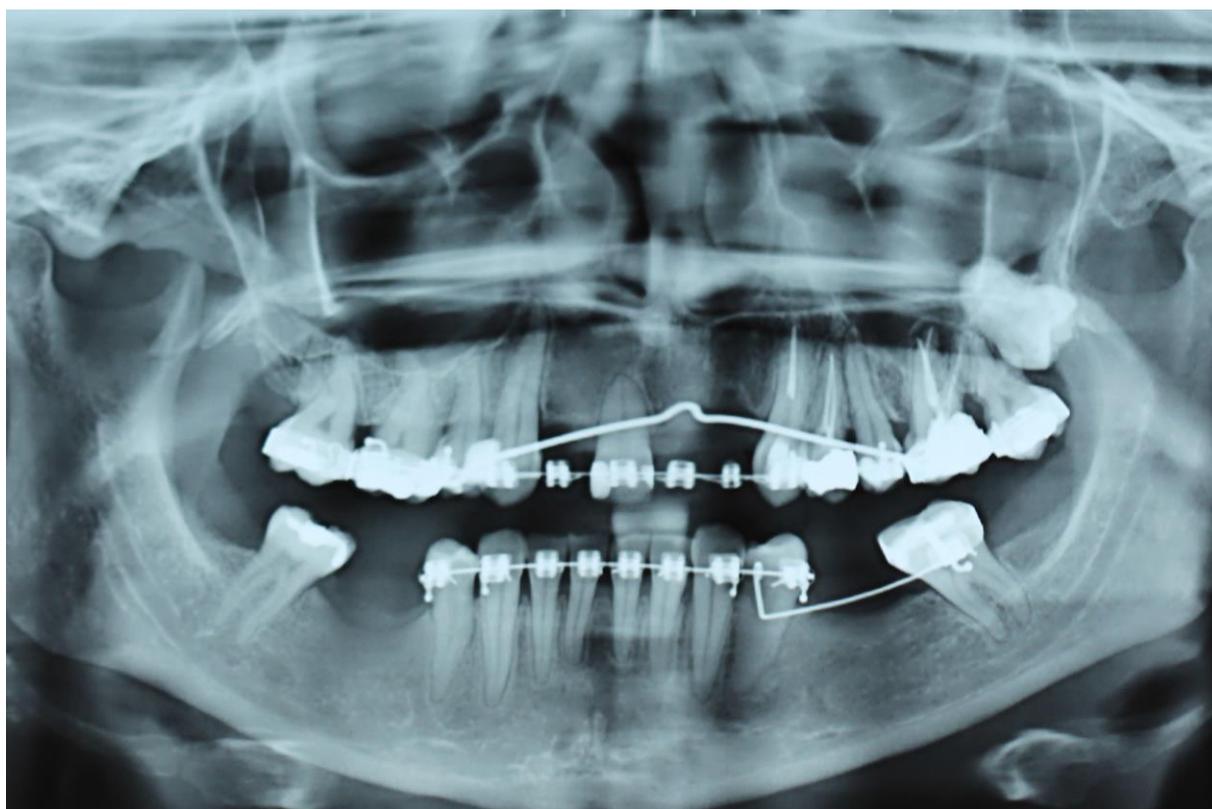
Radiografia Panorâmica, 2016.
